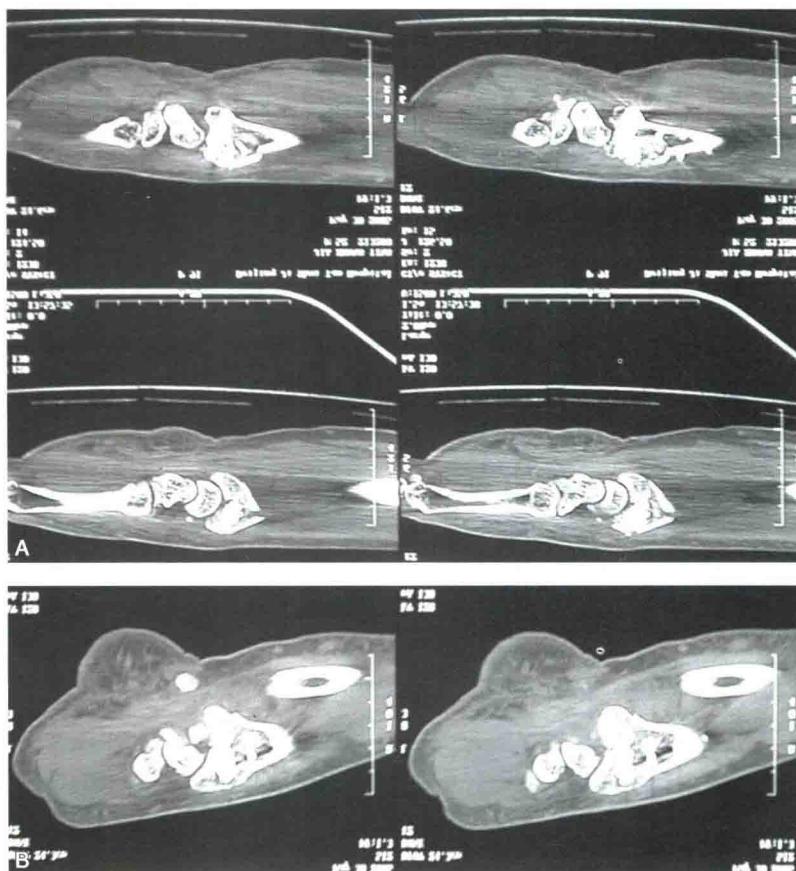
术后 CT 检查显示桡骨远端塌陷的关节面已复位, 骨缺损区域已被人工骨充填, 关节面复位良好
